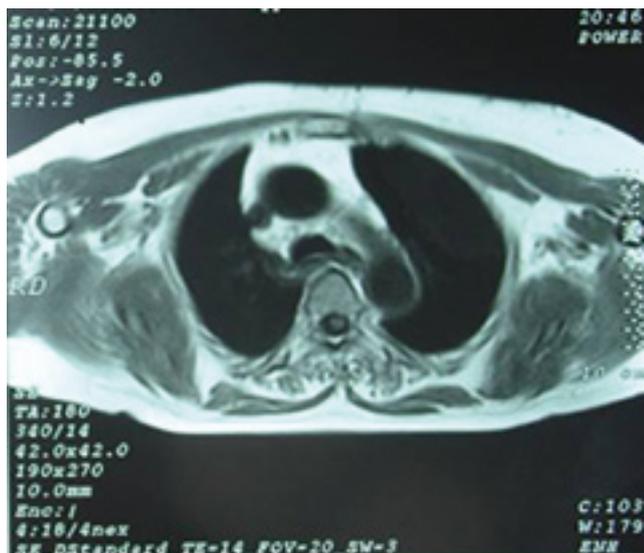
En el TAC torácico se observa un bocio endotorácico, a expensas del lóbulo tiroideo izquierdo, que desplaza la tráquea contralateralmente.
